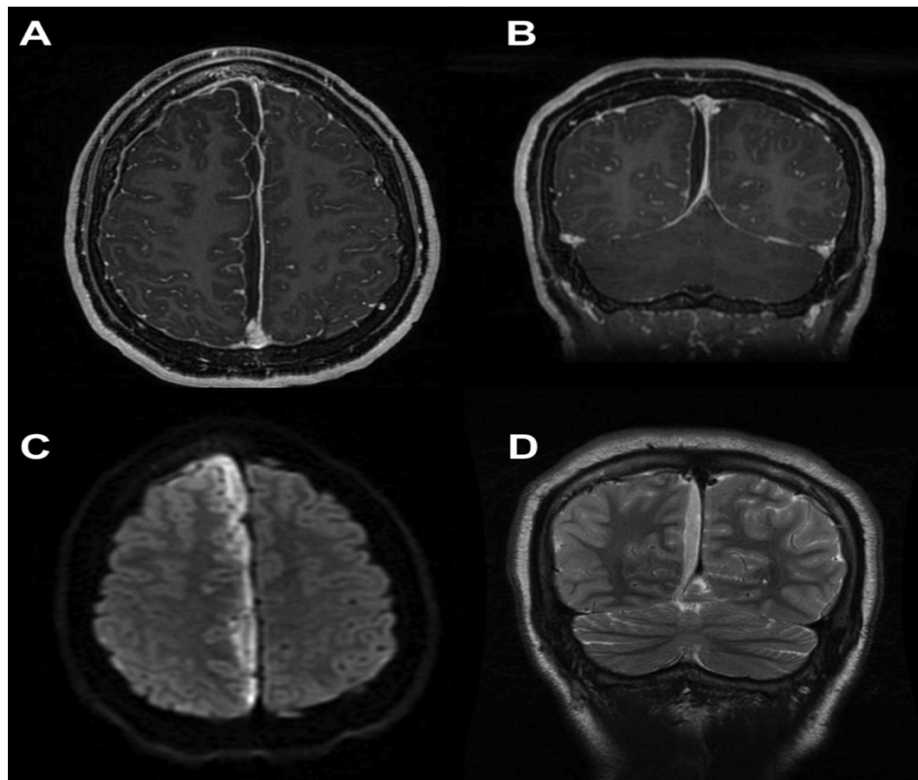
IRM cérébrale d'un ESD interhémisphérique parafalcien droit [6]
